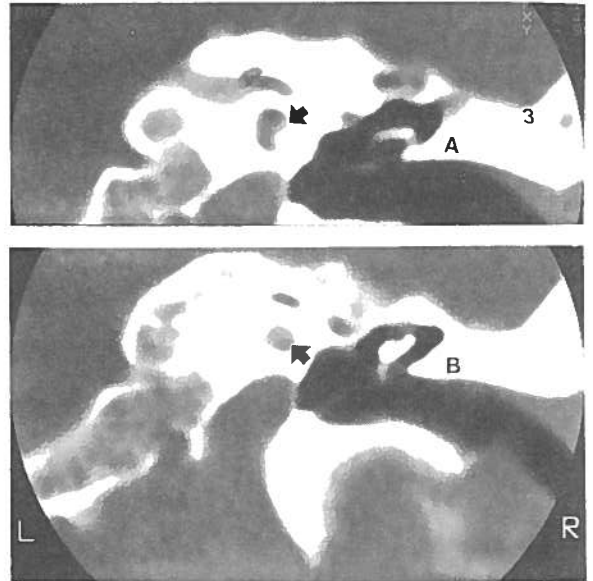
Hipoplasia da columela com 1½ espiras. TC no plano coronal: planos contíguos sendo A posterior a B. As setas referenciam a anomalia.
